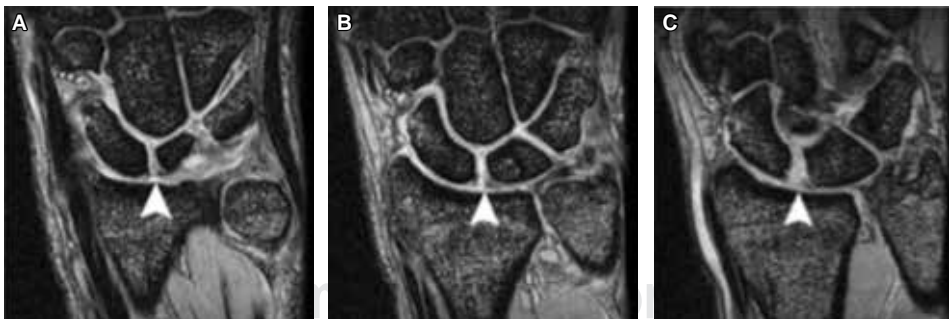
Resonancia magnética de muñeca que muestra la lesión del ligamento interóseo escafosemilunar en diferentes niveles: A) dorsal; B) medial, y C) palmar. Tomado de: Kuo CE, Wolfe SW. Scapholunate instability: current concepts in diagnosis and management. *J Hand Surg.* 2008; 33A: 998-1013.
